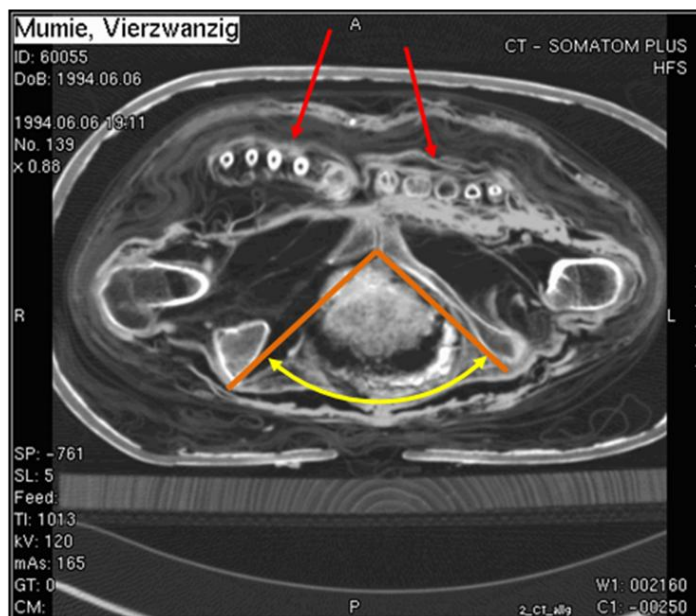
CT des Abdomens
